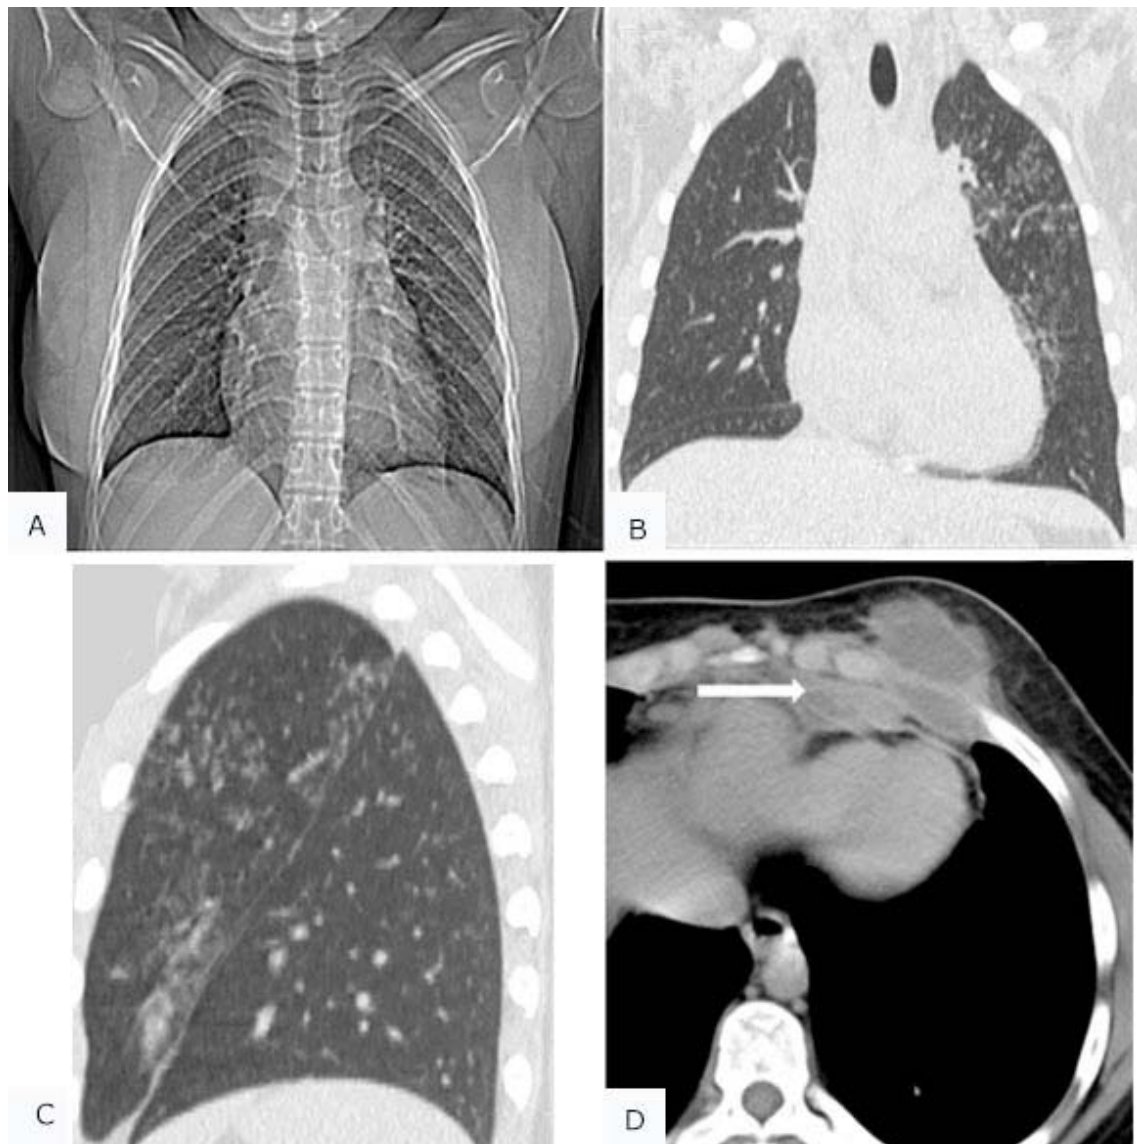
Paciente No. 3. Observe en A la radiografía normal y como en la TAC
